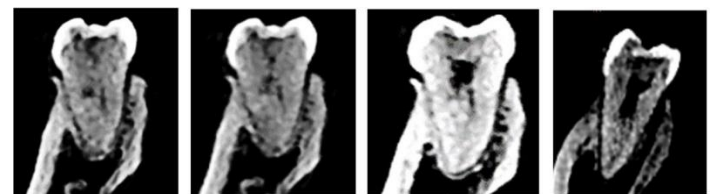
Middle distal canal seen in coronal section of CBCT scan
